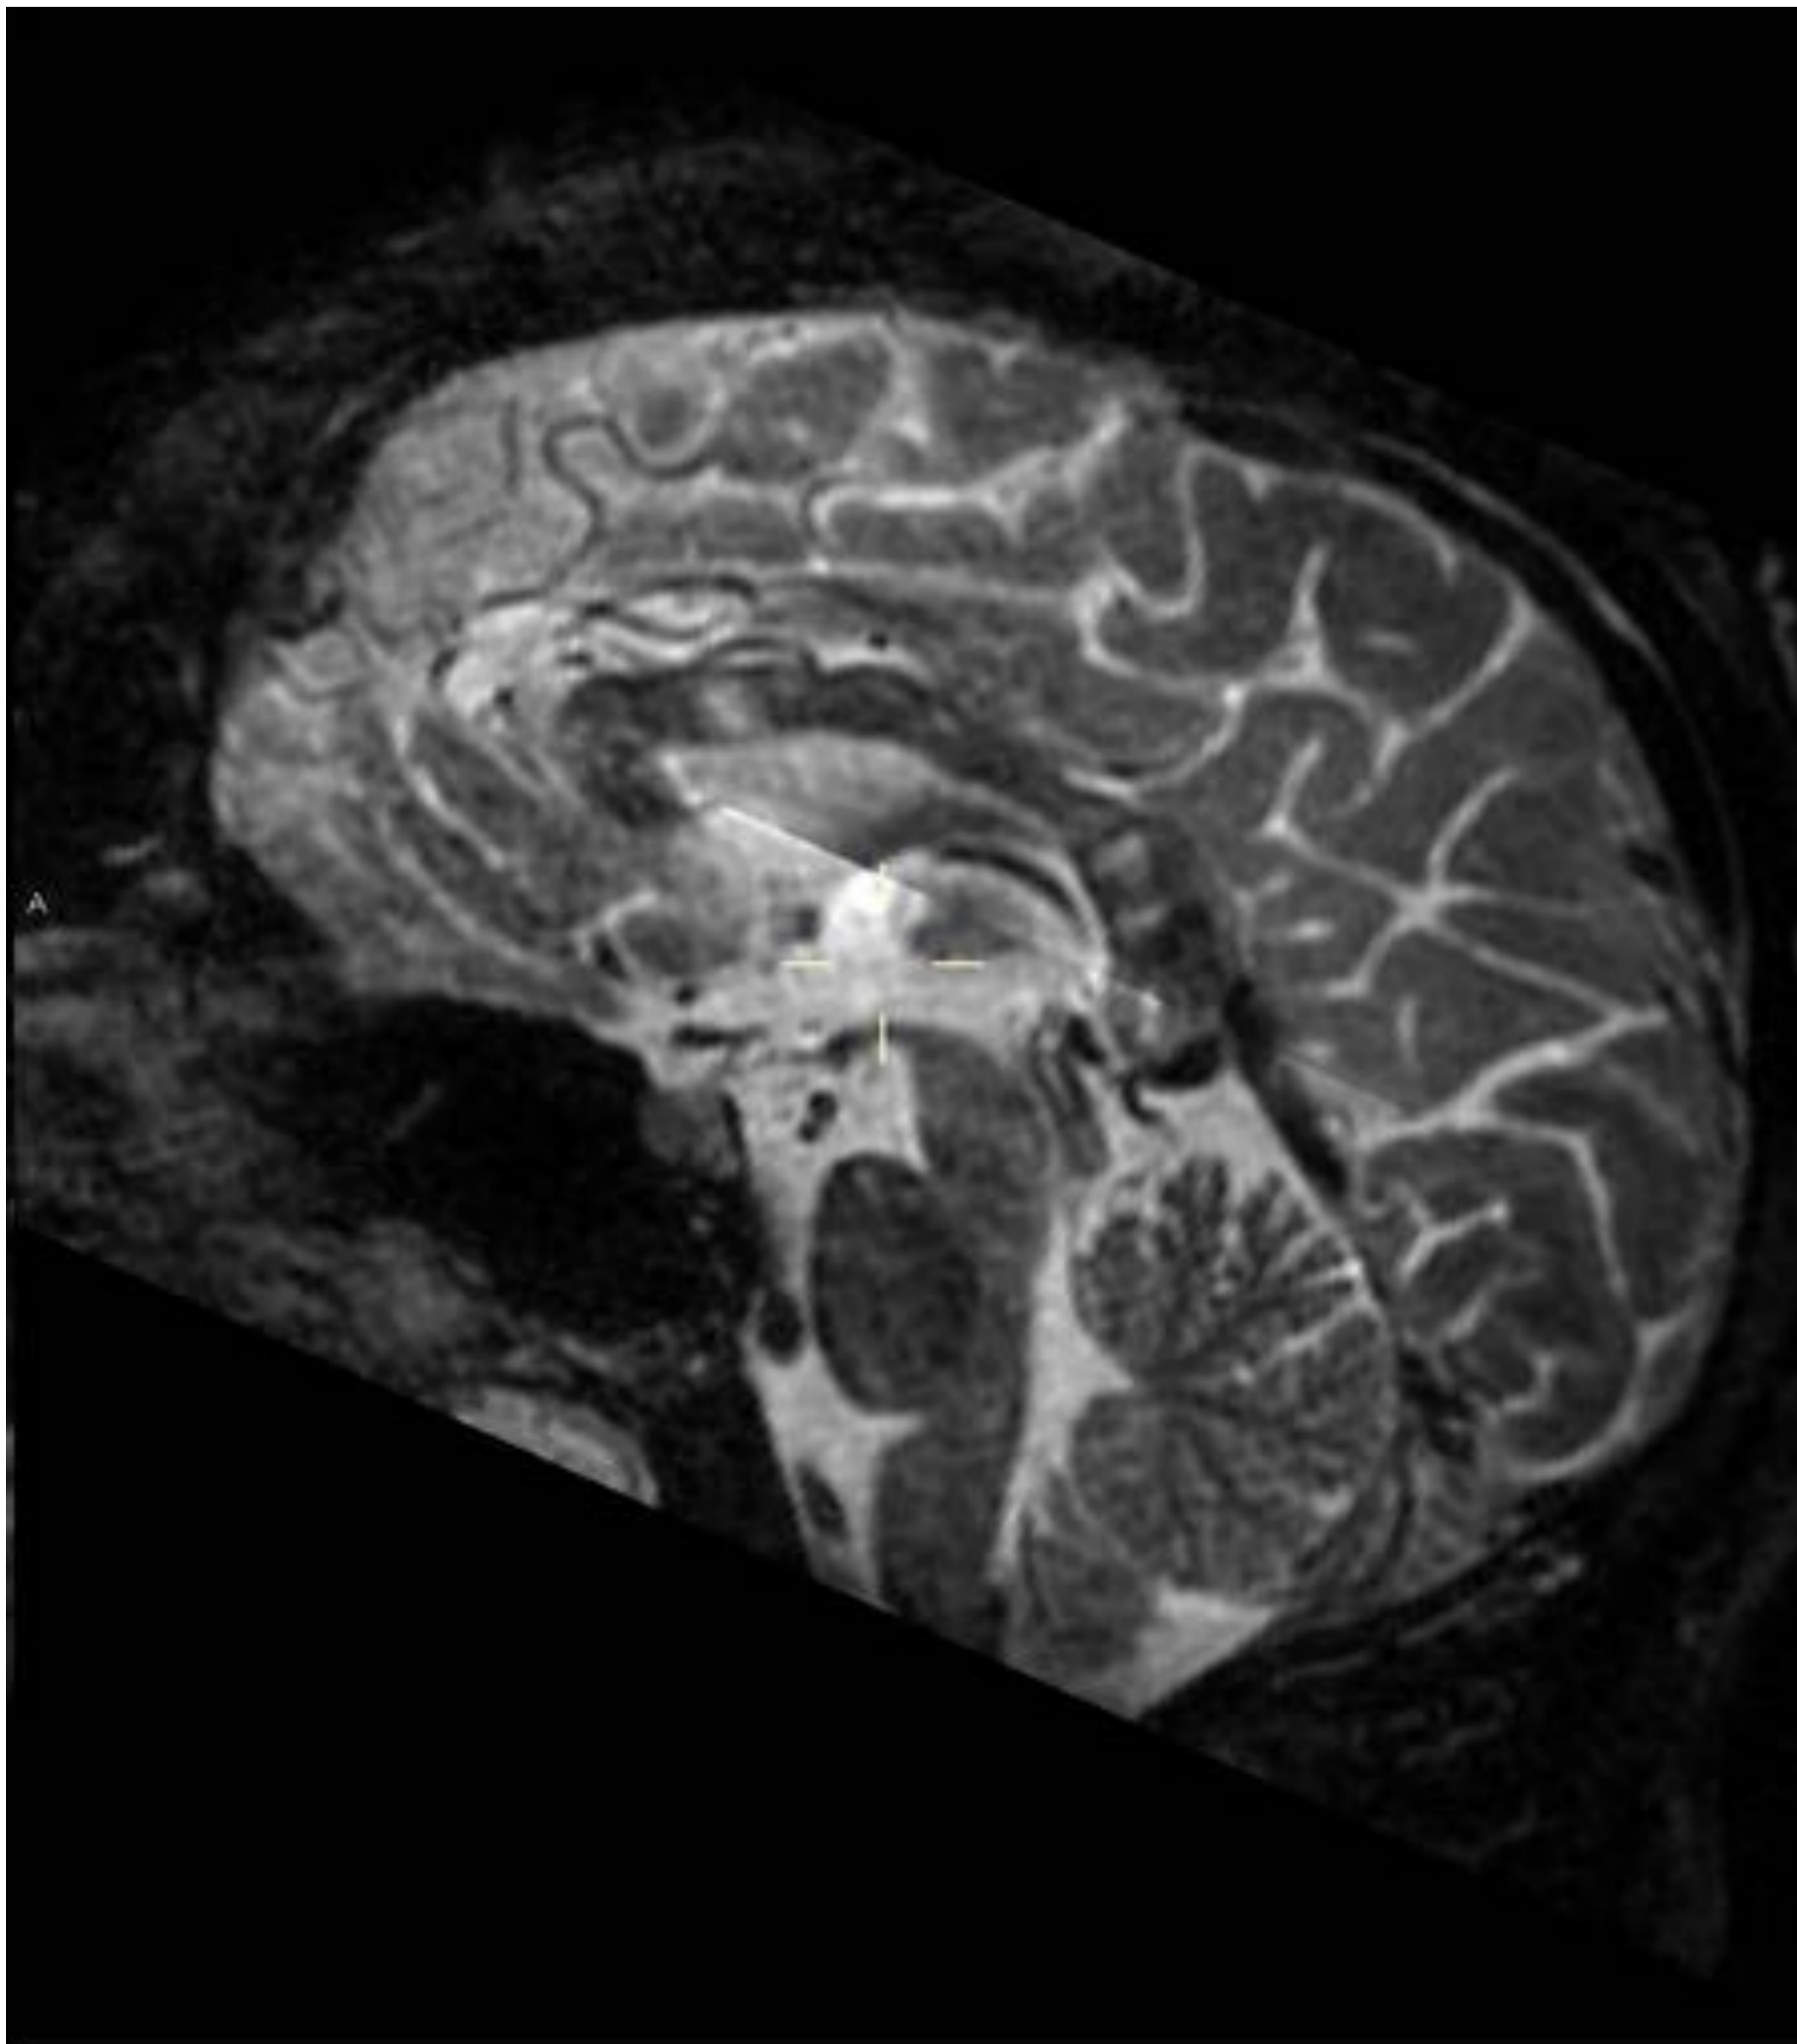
Paciente con clínica de cefalea, mareos, somnolencia y desorientación. En la exploración por ORL se detecta hipoacusia. En arteriografía con fluoresceína áreas periféricas de oclusión vascular. Este paciente (masculino) presentaba la triada clínica desde el principio. Numerosos focos de hiperseñal T2-FLAIR, localizados en el cuerpo calloso (cuerpo y esplenio). Proyección sagital en secuencia T2.
